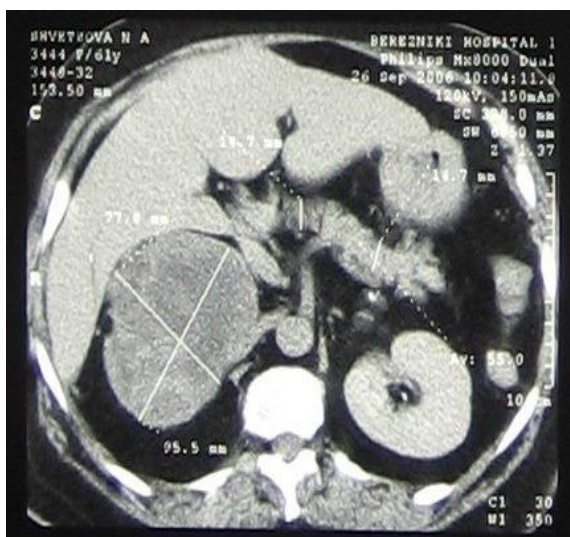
КТ забрюшинного пространства без контрастирования.Феохромоцитома правого надпочечника 77,8x95,5мм гетерогенной структуры.
